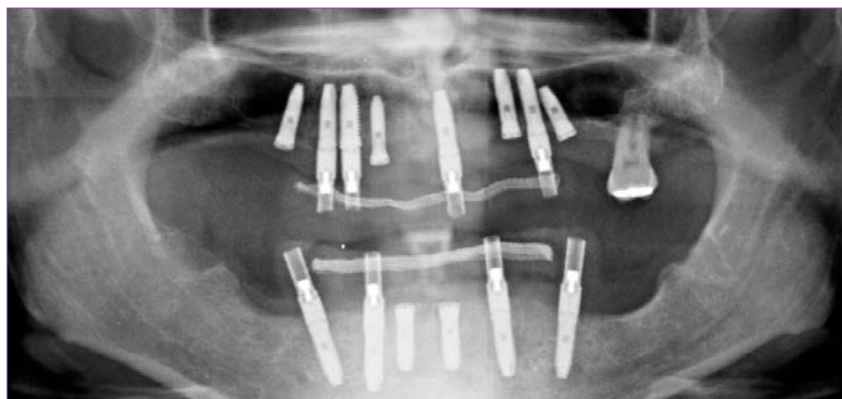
Ortopantomografía con los provisionales.
